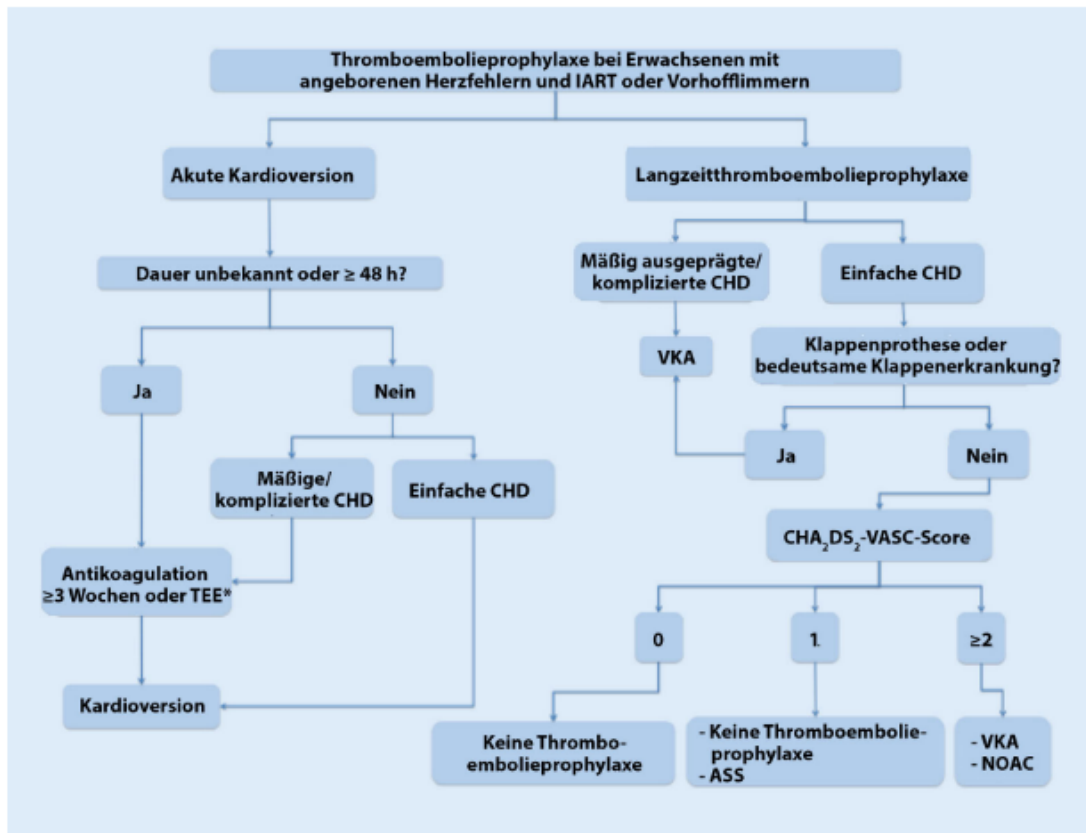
▲ Thromboembolieprophylaxe bei EMAH-Patienten mit intraatrialen Reentry-Tachykardien oder Vorhofflimmern nach dem Konsensuspapier [18]. TEE transösophageale Echokardiographie; CHD „congenital heart disease“, angeborene Herzfehler; VKA Vitamin-K-Antagonisten; NOAC neuere orale Antikoagulanzen; CHA₂DS₂VASC „Congestive heart failure, Hypertension, Age, Diabetes, Stroke, Vascular disease, Sex category“, kongestive Herzinsuffizienz, Hypertonie, Alter (≥ 75 Jahre: 2 Punkte, 65–74 Jahre: 1 Punkt); Diabetes, Schlaganfall, transitorische ischämische Attacke oder Thromboembolie (2 Punkte); vaskuläre Erkrankungen, Geschlecht (weiblich); ASS Acetylsalicylsäure; * Patienten mit Fontan-Operation weisen ein besonders hohes Risiko thromboembolischer Komplikationen auf, sodass eine TEE vor Kardioversion immer erwogen werden sollte, auch wenn die therapeutische Antikoagulation seit ≥ 3 Wochen erfolgt
